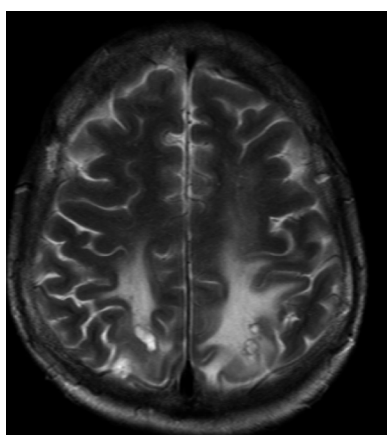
Axial T2-weighted image demonstrated improvement of hemorrhagic lesions and vasogenic edema.
